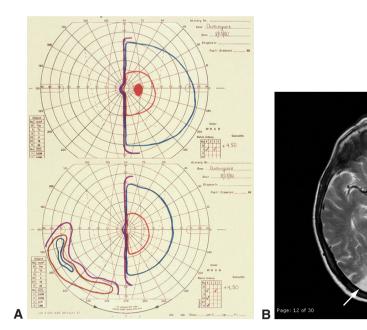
Cette femme de 60 ans a présenté trois épisodes d'amaurose transitoire intéressant l'hémichamp gauche. À l'examen, l'acuité visuelle était à 10/10 à chaque œil, mais le champ visuel retrouvait une hémianopsie latérale homonyme gauche (A). Le champ de la demi-lune était préservé à gauche. Une IRM (B) a confirmé la présence d'un accident vasculaire cérébral du lobe occipital droit (flèche droite) compatible avec un infarctus avec épargne du cortex visuel antérieur (flèche courbe).(Partie A : remerciements au Dr Steven A. Newman; partie B : remerciements au Dr Sophia M. Chung.)
